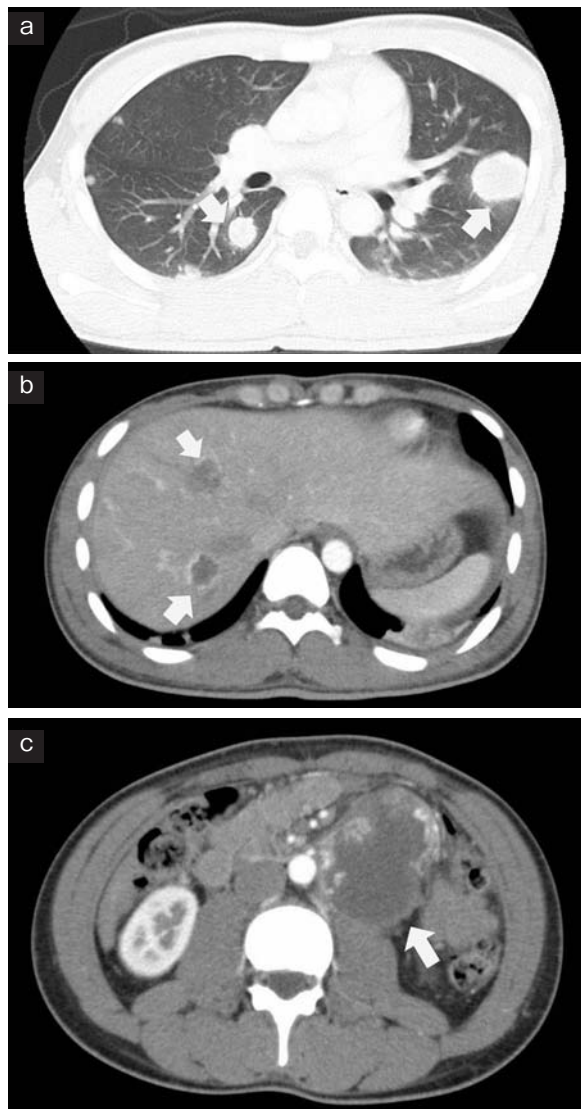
CT shows multiple lung metastases, liver metastases and retroperitoneal lymph node swelling. a: Multiple lung metastases before chemotherapy (arrows). b: Multiple liver metastases before chemotherapy (arrows). c: Retroperitoneal lymph node swelling before chemotherapy (arrow). The size is 70 mm.
